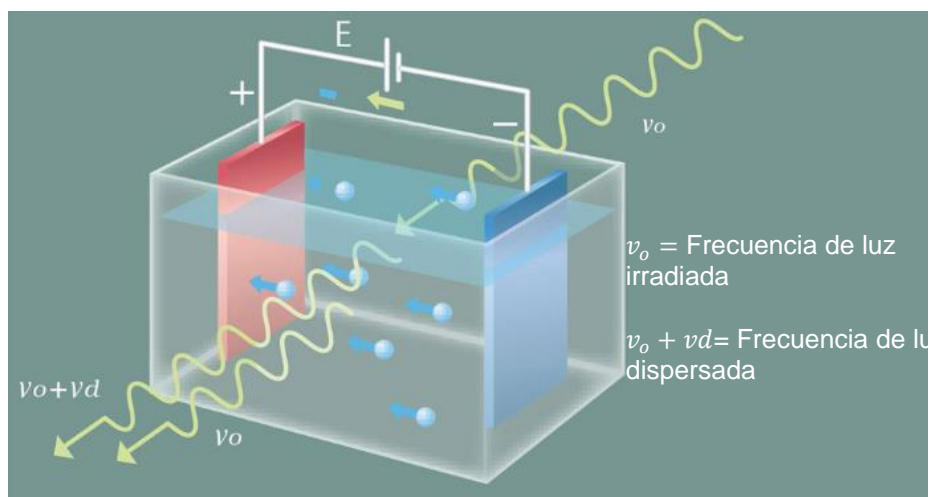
Representación esquemática de la técnica de electroforesis por láser Doppler para la medición del potencial zeta de partículas a escala nanométrica. Adaptada de Alexandr Shimko et al., 2014.
